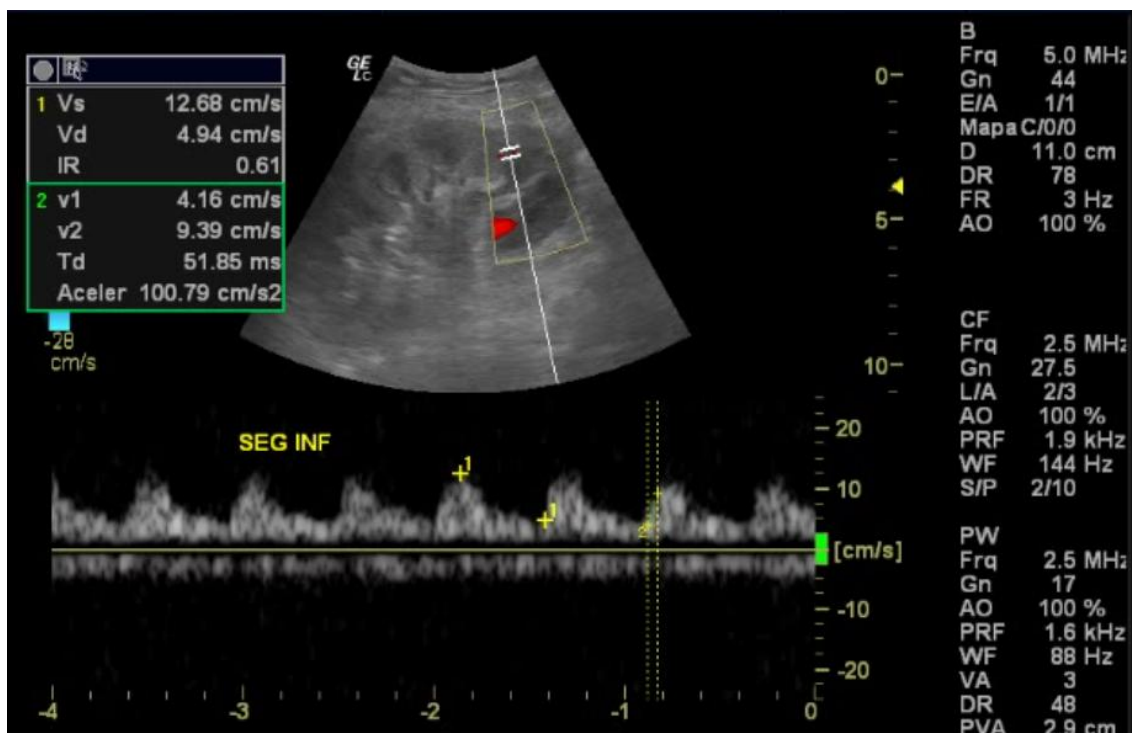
Avaliação da artéria segmentar inferior. A curva obtida (Doppler Espectral) mostra a artéria segmentar inferior com pico de velocidade sistólica de 12,68 cm/s, Índice de Resistividade=0,61, Tempo de Aceleração de 51,85 ms e Índice de Aceleração de 100,79 cm/s².
